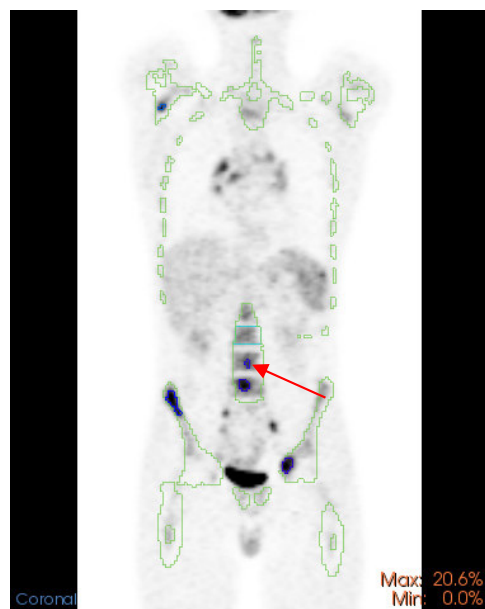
Darstellung der Läsionen in der CT-Skelettmaske mit Referenzregion LWK 3 (Koronalrekonstruktion)
